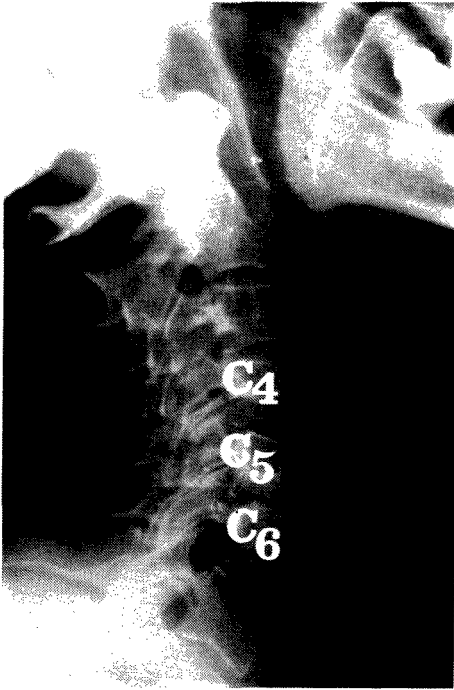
Cervical spine radiograph of MJMP, a 54-year-old woman with brucellar spondylodiscitis preceded by erythema nodosum. A spondylodiscitis at C₅-C₆ level is evident.
